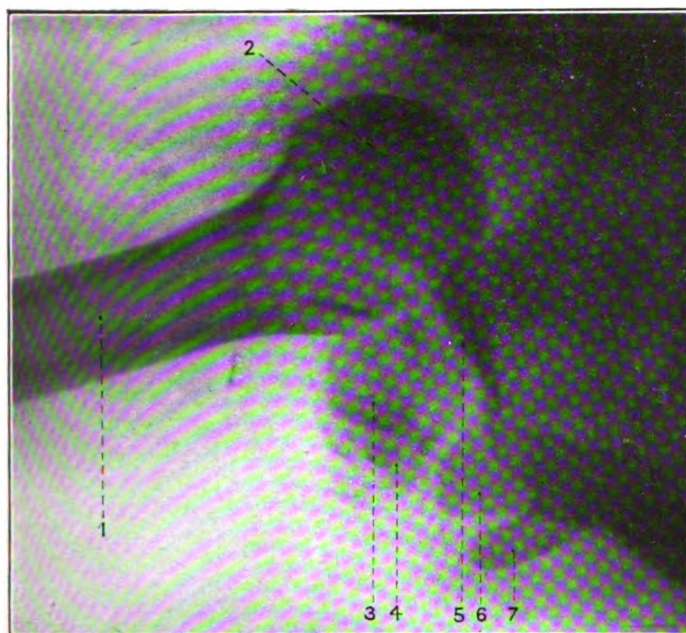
Epaule droite. — Luxation en arrière (radiographie de profil).
